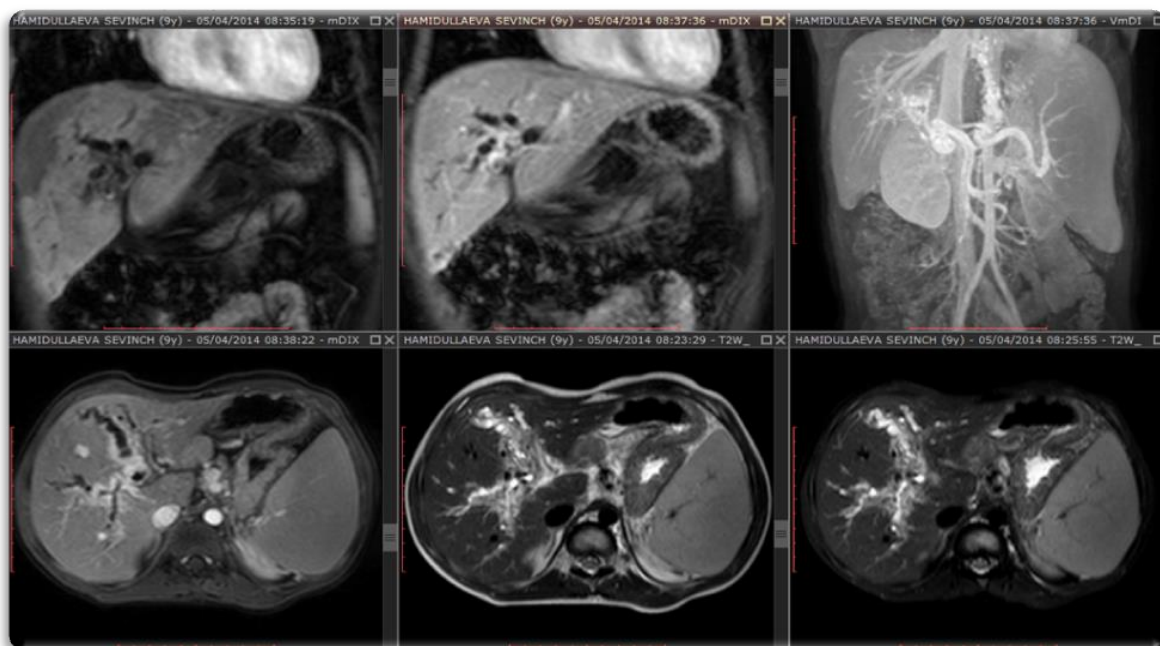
КТ при болезни Кароли
